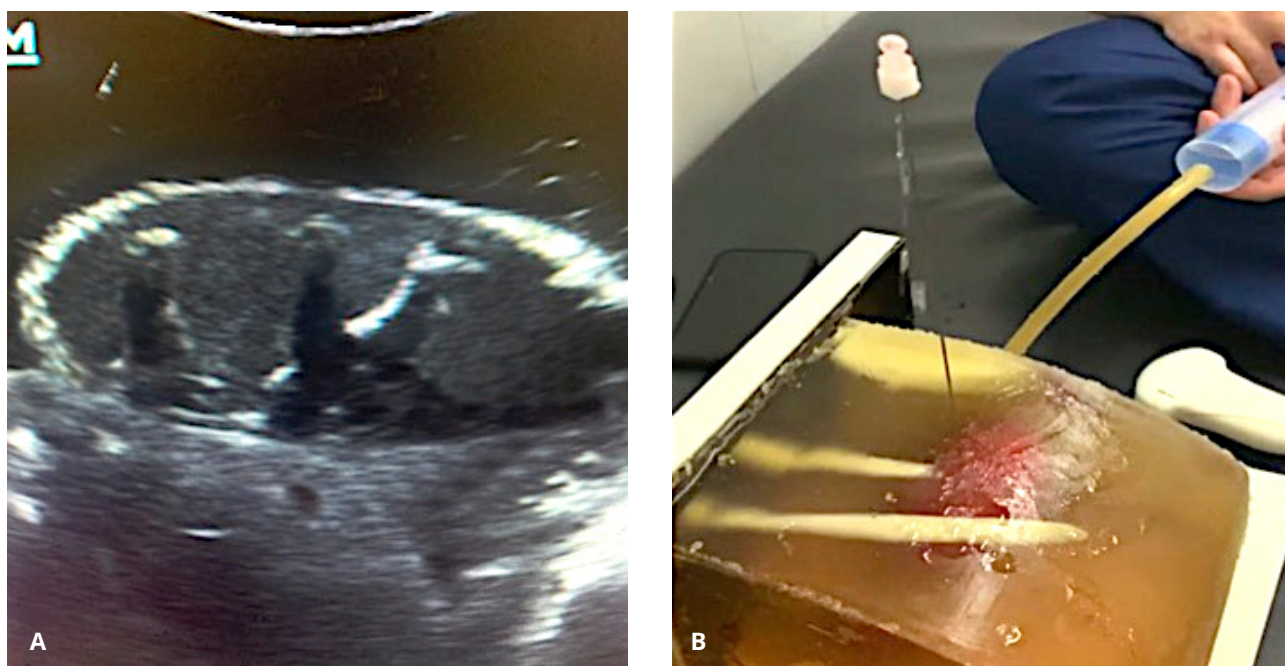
УЗ-картина «паренхимы» и чашечно-лоханочной системы модели почки (А). Ретроградная инфузия и отток жидкости после успешной апробационной пункции (В)
